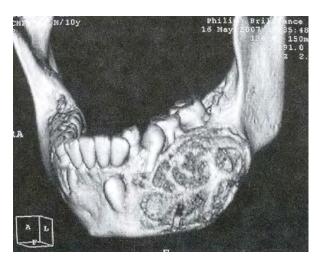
TAC 3D en la que se muestra una lesión en un niño de 9 años^[1]
